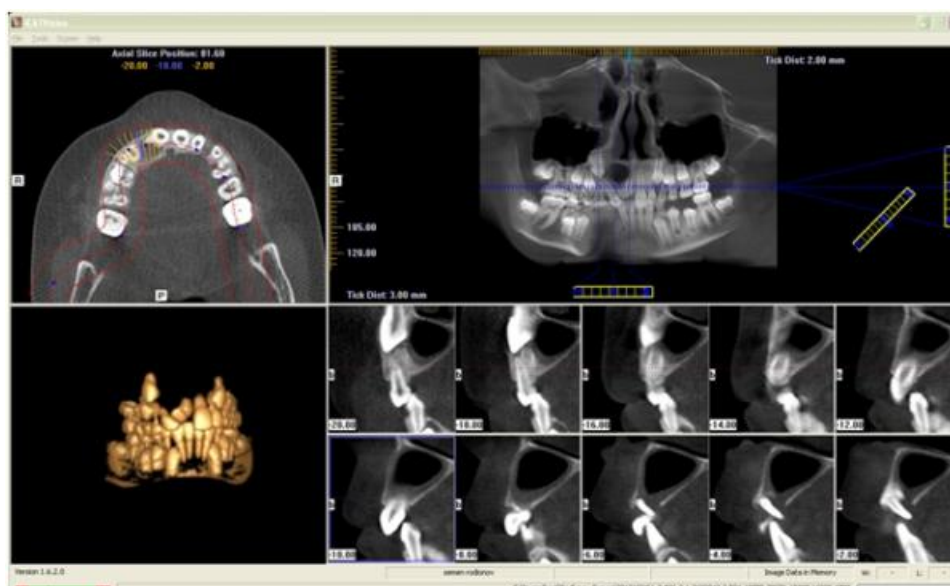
Компьютерная томограмма дилацация зуба 1.1
